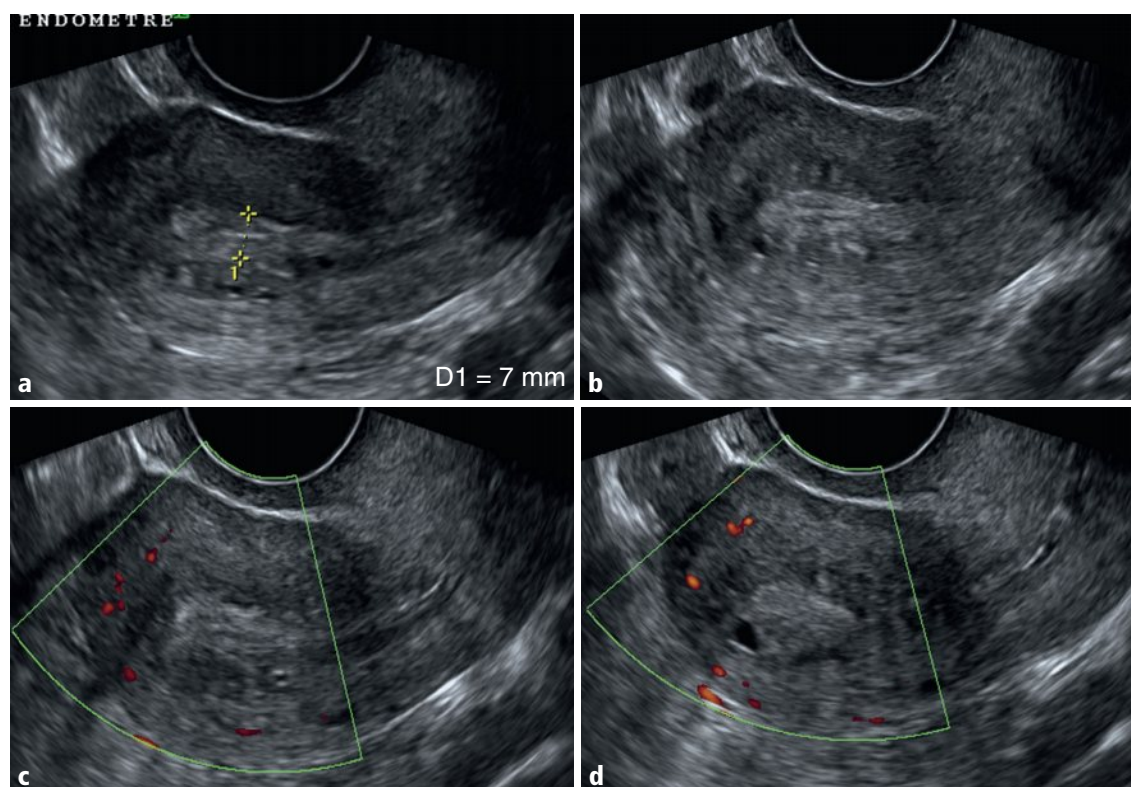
a-d Utérus, coupes sagittales en mode B (a, b) et en Doppler énergie (c, d).
